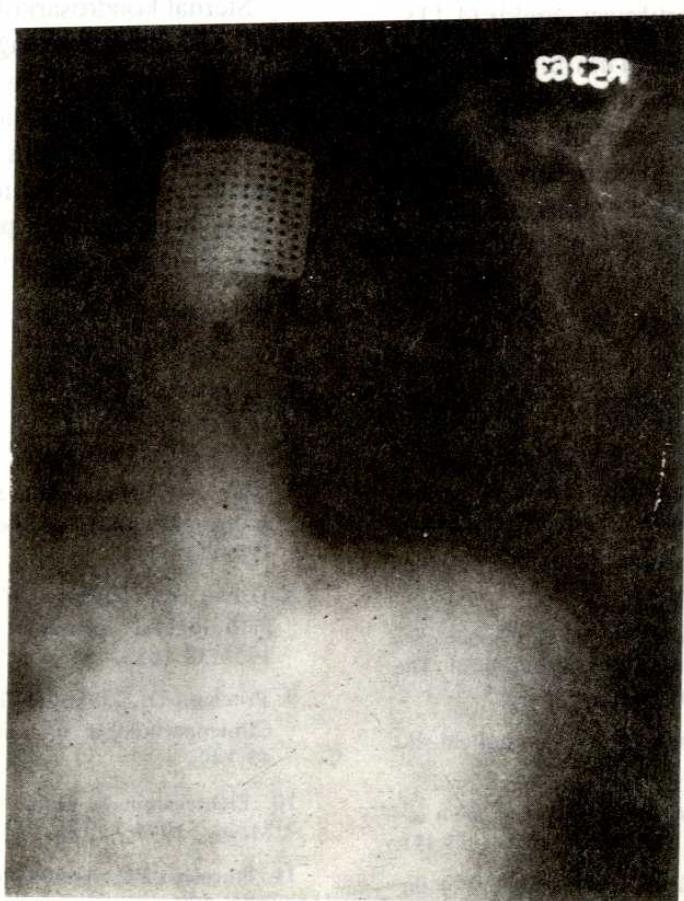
Sternal kondrosarkomlu hastanın preoperatif PA Akciğer grafisi
